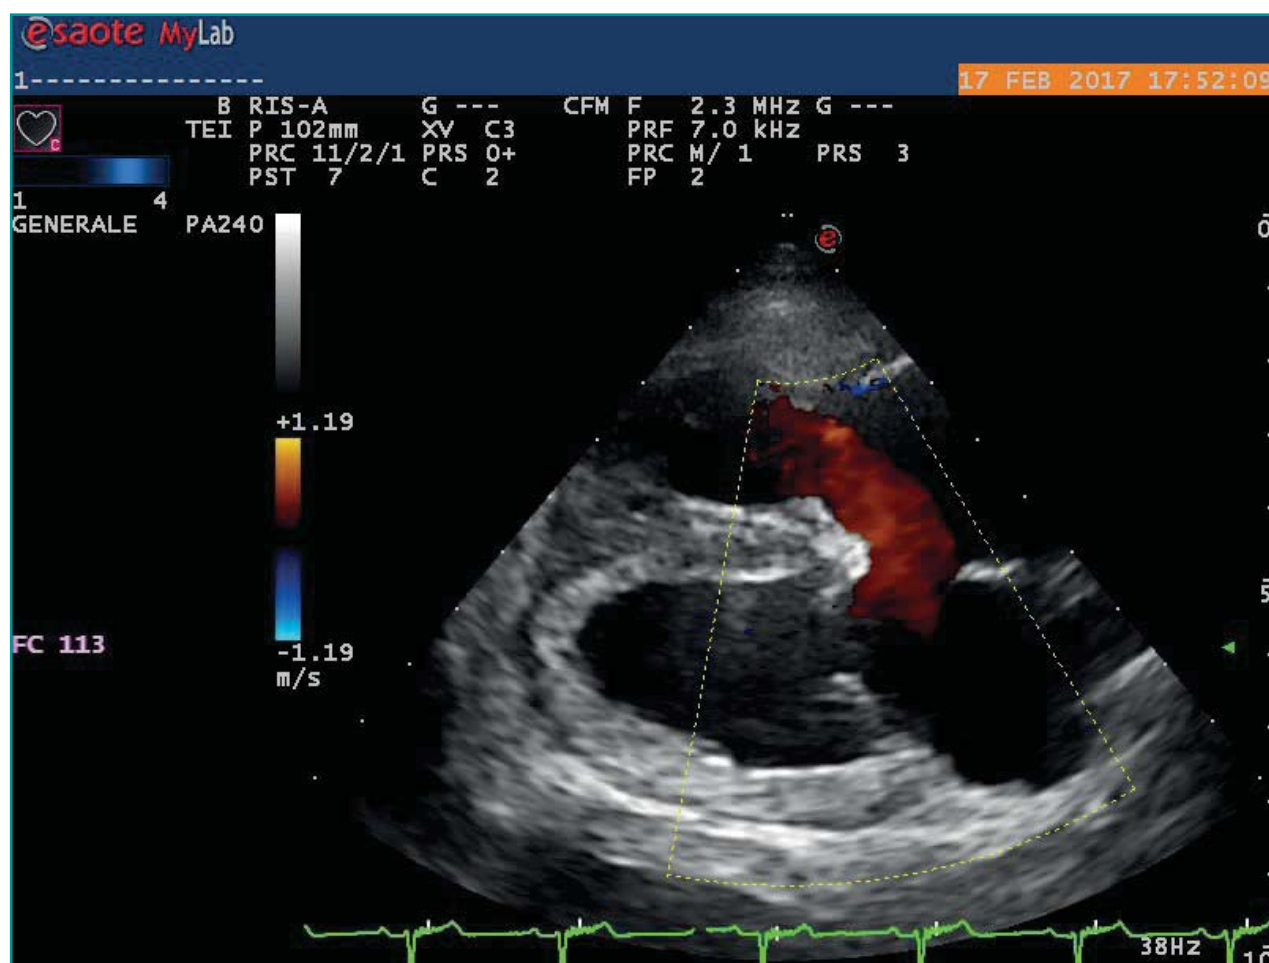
Esame ecocardiografico: scansione parasternale destra standard 1.
